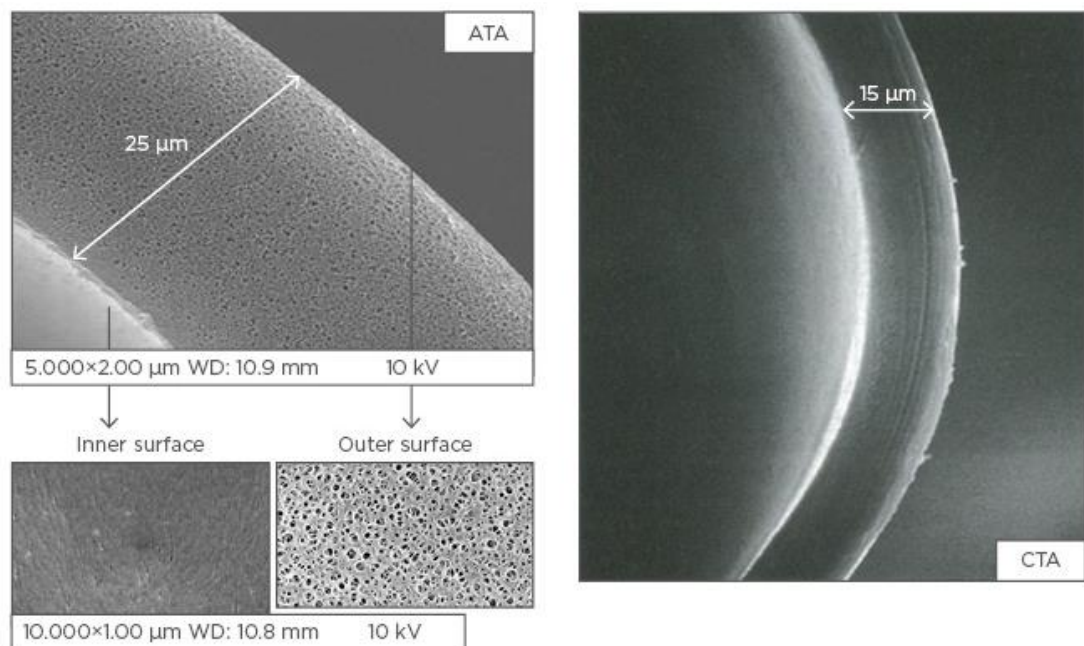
CTA a destra, ATA a sinistra.
